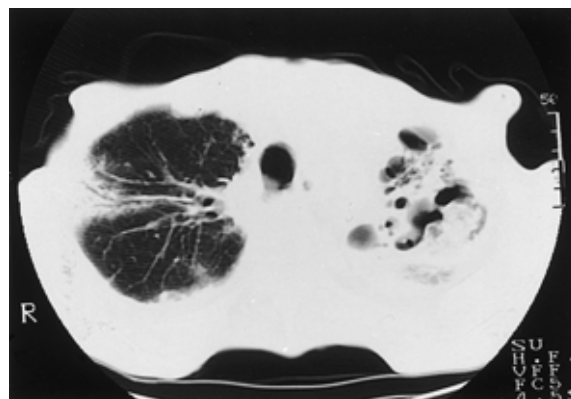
Chest CT scan on admission revealed a fungus ball in an old inflammatory cavitary lesion in the left upper lung field.
